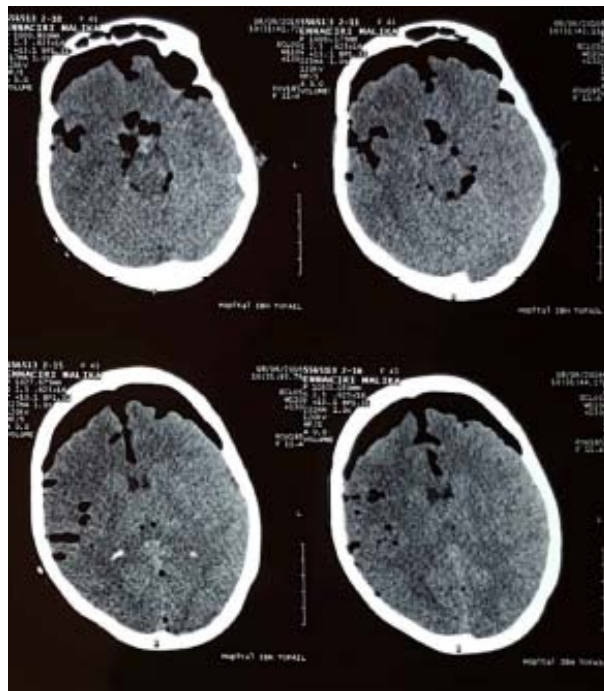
image TDM d'une pneumenchéphalie chez une patiente opérée pour adénome hypophysaire.
